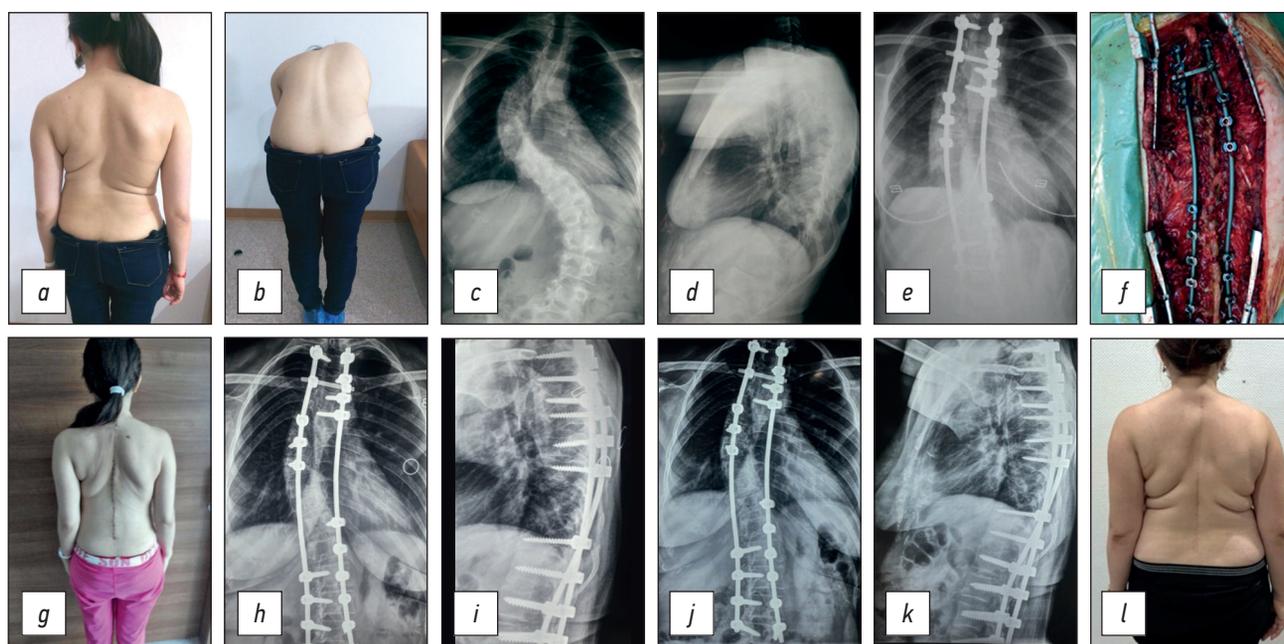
Appearance of patient S., born in 1985 (a, b). Spine X-rays in frontal and lateral views before treatment (c, d). The spine X-ray of the spine in frontal view after surgery (e). Photo from the operating room and the patient after the surgery (f, g). The spine X-rays in frontal and lateral views five (5) years after surgery (h, i). The spine X-rays in frontal and lateral views 9 years and 5 months after surgery (j, k). The patient photo 9 years and 5 months after surgery (l).
